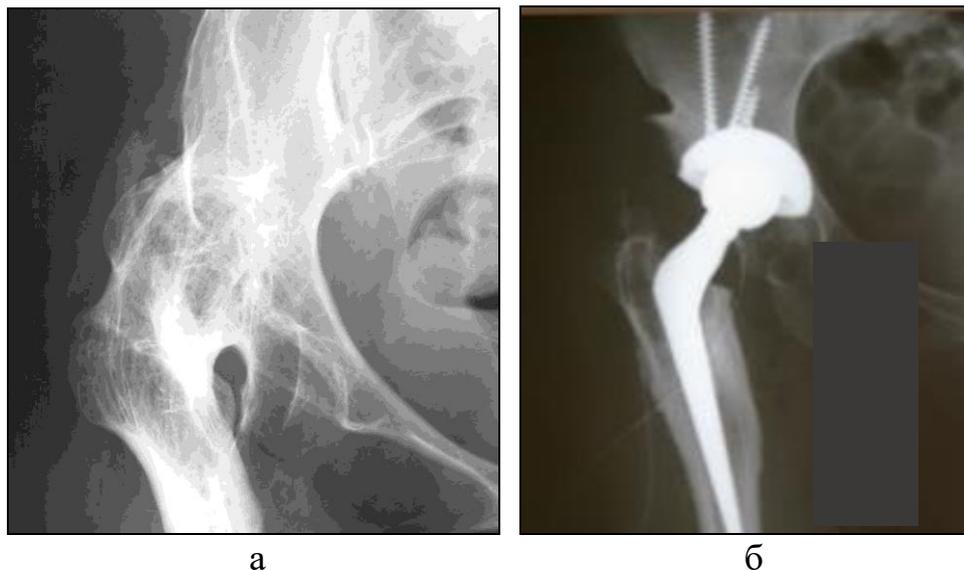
Рентгенограммы пациентки 54 лет с ятрогенным анкилозом правого тазобедренного сустава: а – до операции (анкилоз сформирован значительно выше истинного центра ротации); б – после эндопротезирования тазобедренного сустава (вертлужный компонент эндопротеза имплантирован с учетом максимально возможного краниального смещения)
